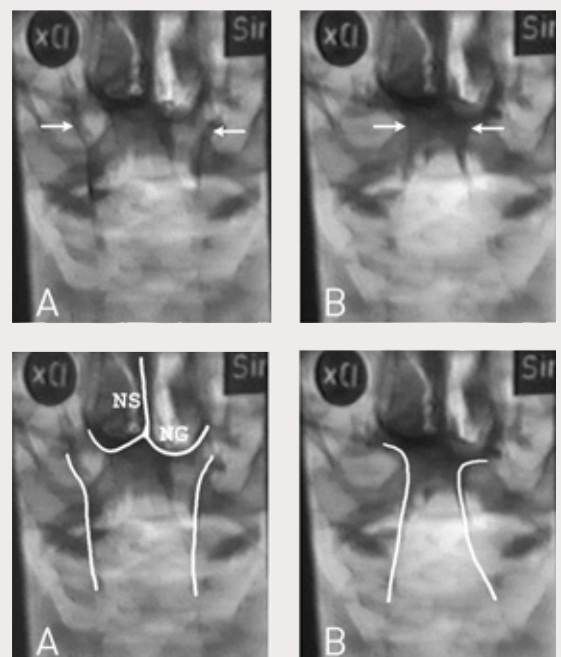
Videoradiografisk undersökning i frontal projektion. Normal funktion hos tandlös patient. (A) Farynx sidoväggar i vilande läge. (NS) Nässkiljevägg, (NG) näsgolv. (B) Farynx sidoväggar deltar i slutningen av velofarynxsfinktern under tal. Väggarna har rört sig medialt för att möta ett höjt velum.
